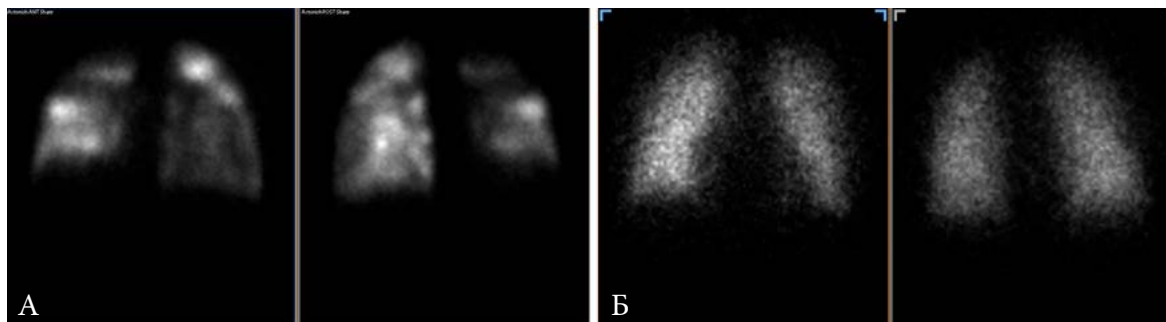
Данные сцинтиграфии легких у пациентов с высокой ЛГ, ассоциированной с системными заболеваниями соединительной ткани. А. Пациентка с СКВ, антифосфолипидным синдромом, вторичными тромбозами вен нижних конечностей, состоянием после имплантации кава-фильтра, с признаками ТЭЛА. Б. Пациентка с ССД, синдромом Рейно, синдромом Шегрена, без признаков ТЭЛА.
